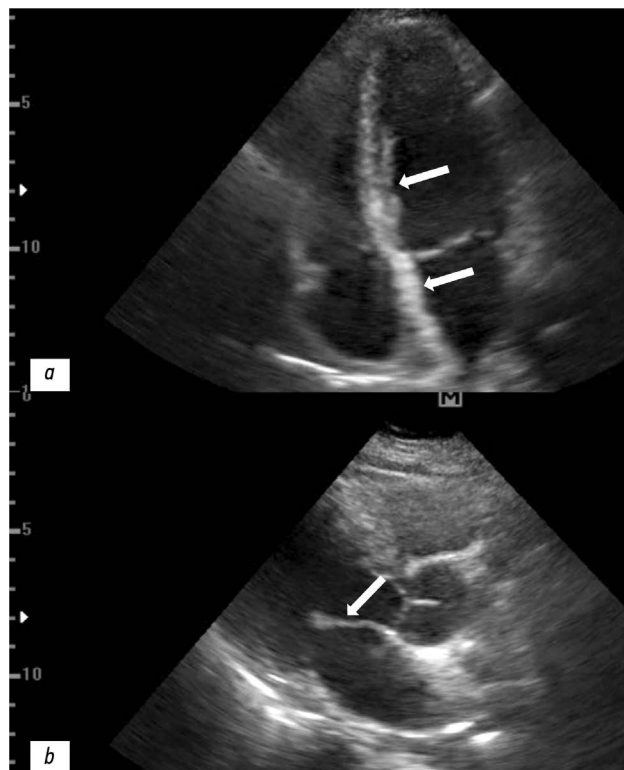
Результаты эхокардиографии пациентки: а — утолщение межжелудочковой и межпредсердной перегородки (белые стрелки); б — утолщение передней створки митрального клапана (белая стрелка).
